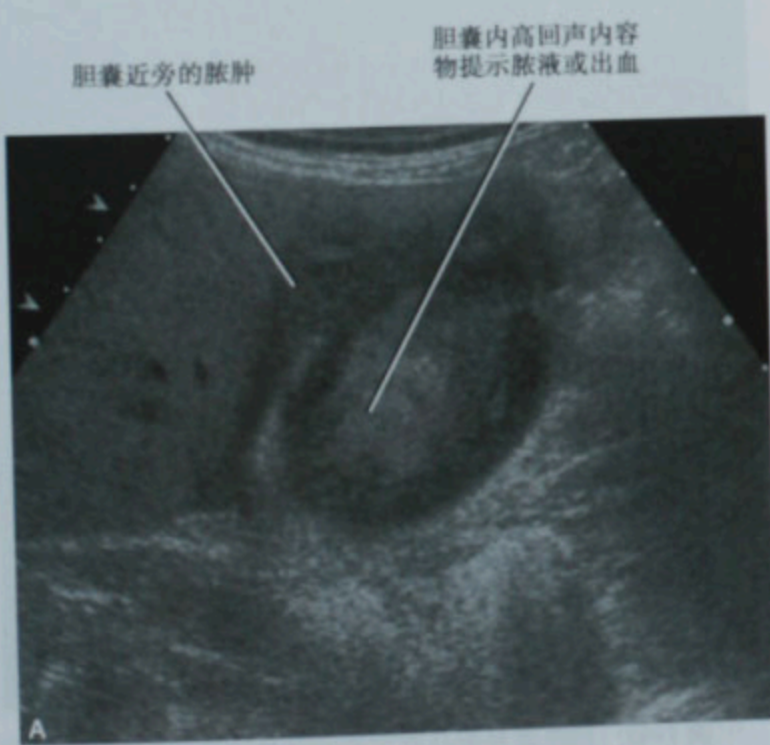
两例脓毒血症患者胆囊(GB)穿孔的超声声像图表现。A. 紧贴胆囊周围透声差的液性暗区;B. 不同的患者,超声可以看到囊内液性暗区通过胆囊壁的缺损口向外延伸,从而确定穿孔部位
